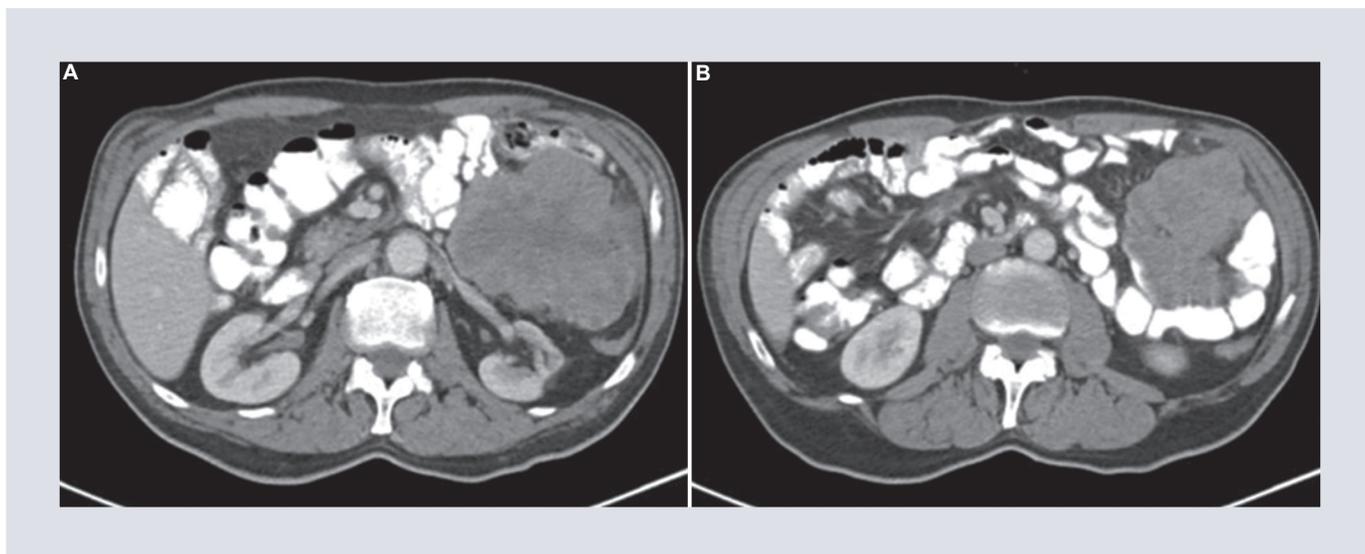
A-B: cortes axiales de tomografía de abdomen con contraste oral y endovenoso, en fase venosa se identifica masa sólida en el cuadrante superior izquierdo, lobulada, heterogénea, de bordes bien definidos y escaso líquido a su adyacente.
